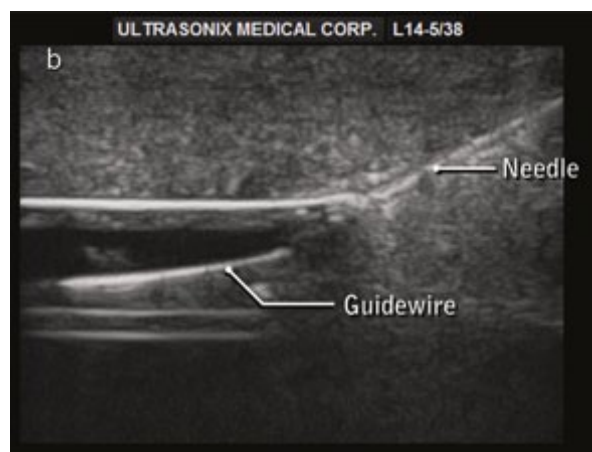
Image échographique du fil guide dans le plan (In-Plane) et de l'aiguille dans « vaisseau »
